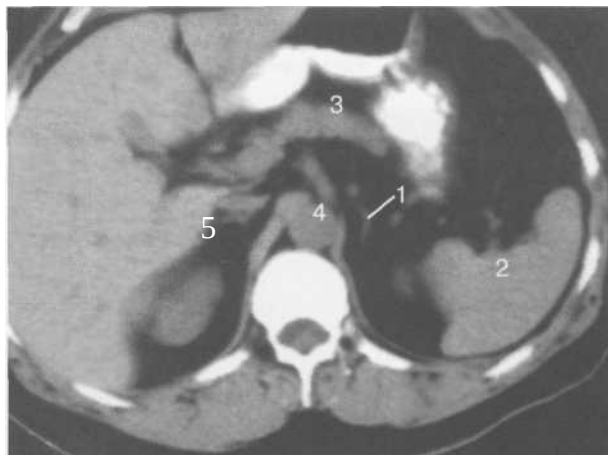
КТ брюшної порожнини на рівні наднирків (аксіальна площина).
